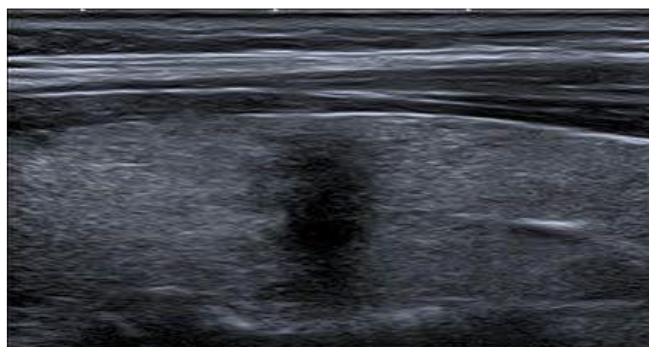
(a):Aspect échographique longueur et largeur > épaisseur.
